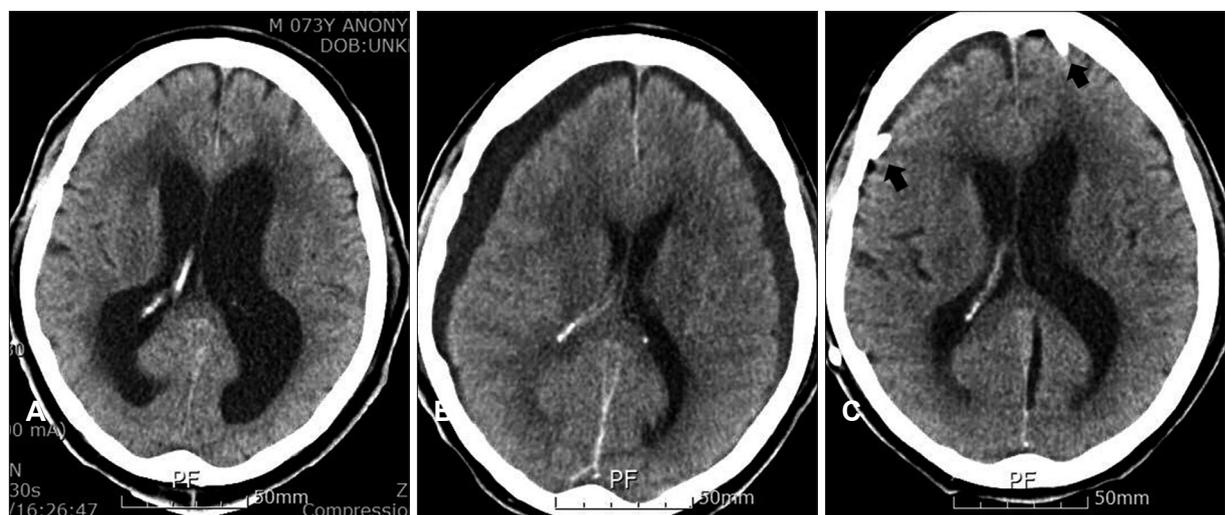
Serial computed tomography (CT) images of patient number 12. A: Initial CT scan shows hydrocephalus due to cerebellar infarction. B: Bilateral subdural hygroma is noticed on CT image after suboccipital craniectomy. C: Post operative CT image of bilateral subduroperitoneal shunt reveals that subdural hygromas were resolved completely. Arrows indicate bilateral proximal shunt catheters.
